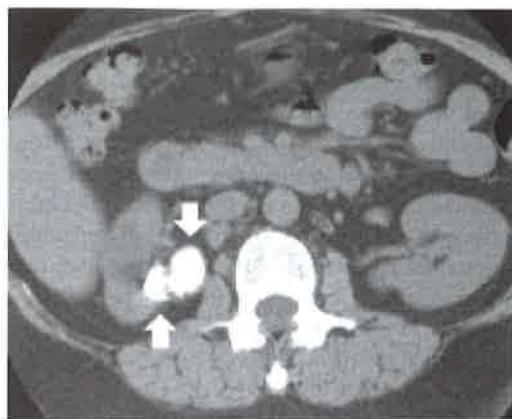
Tomografia computadorizada. Calcificações no pólo superior do rim direito<sup>44</sup>.
